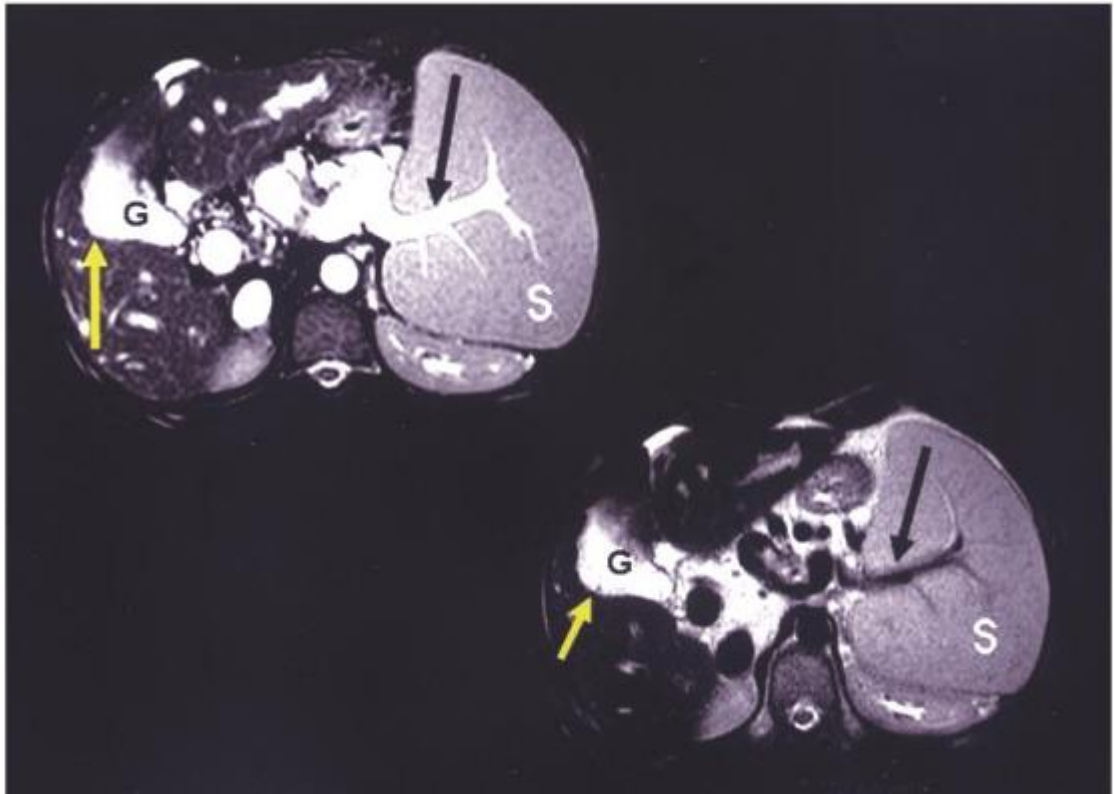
Visualização da vesícula biliar e baço espesso, através do exame de ressonância
